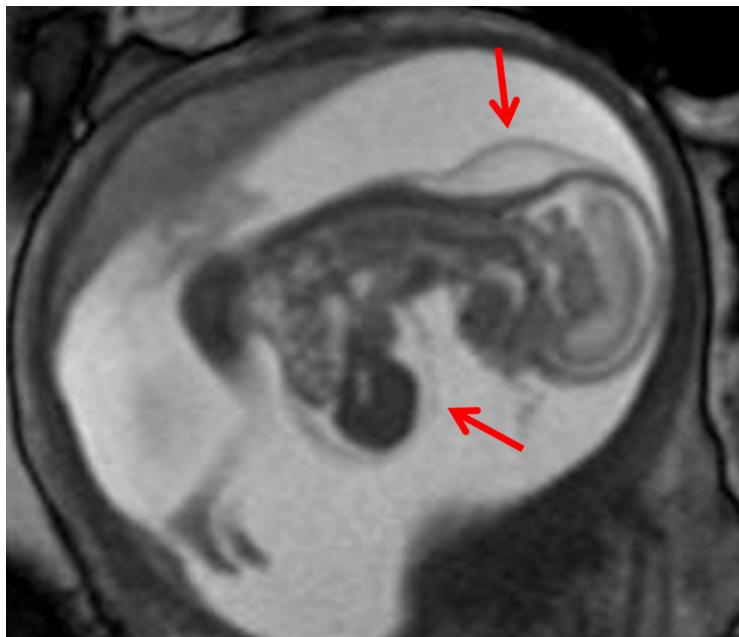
Ressonância magnética fetal demonstrando o higroma cístico e o defeito de fechamento da parede torácica e abdominal com ectopia cordis e onfalocele (ver setas).
